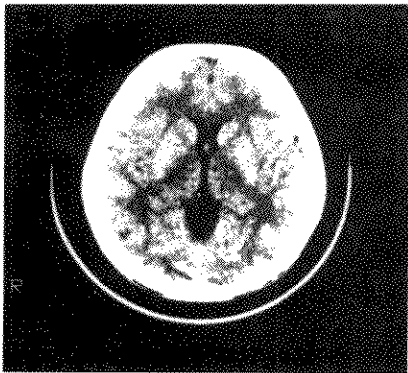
正常颅脑CT内囊平面W80, L40, 脑灰、白质对比自然,亮度适中
